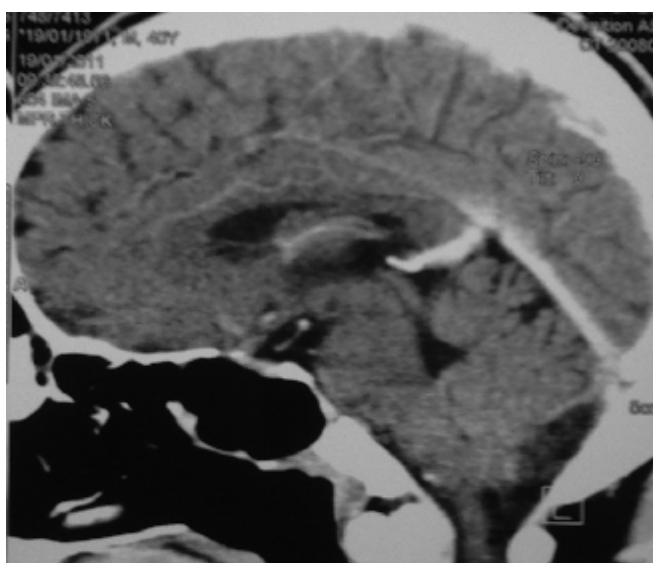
TDM cérébrale en coupe sagittale montrant une bonne pneumatisation du sinus sphénoïdal chez un patient opéré par voie endoscopique endonasal pour mucocèle sphénoïdale bilatérale (sphénoïdotomie bilatérale) [23].
